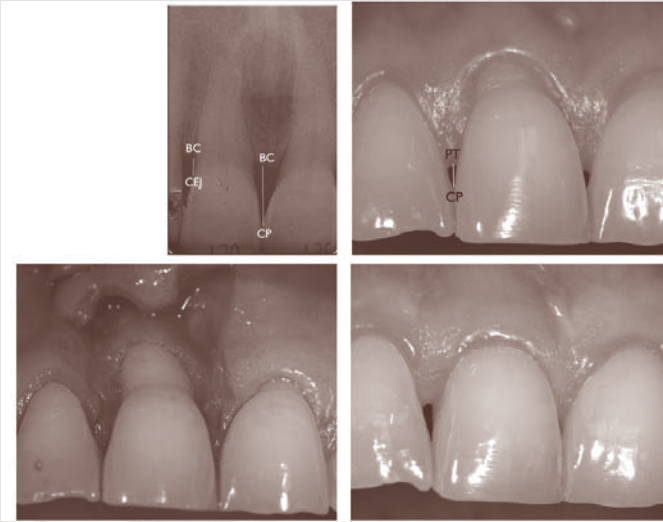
1a. Misurazioni radiografiche. CEJ-BC: distanza fra CEJ e cresta ossea (BC); CP-BC: distanza fra punto di contatto (CP) e cresta ossea (BC). Queste misure sono state effettuate sia al versante mesiale e distale del dente (caso n.10 dello studio). 1b. Misure cliniche della papilla interdentale. CP-PT: distanza fra punto di contatto (CP) e punta della papilla (PT). Queste misure sono state identificate sia mesiali che distali. 1c: un lembo a spessore misto (parziale-totale-parziale) è stato sollevato. Il paziente era randomizzato nel gruppo controllo (CAF). 1d: guarigione finale con completa copertura radicolare del caso n.10.
